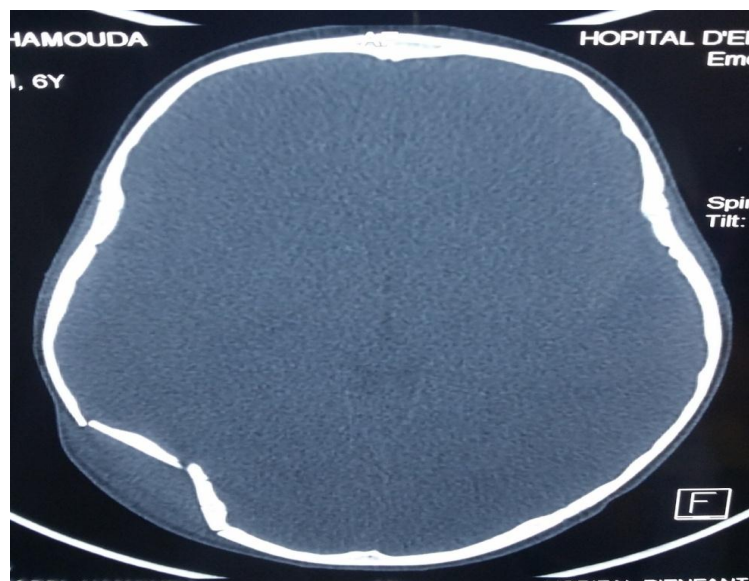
TDM cérébrale révélant plusieurs traits de fractures pariétales postérieures droites avec embarrures internes (dossier n°82)
